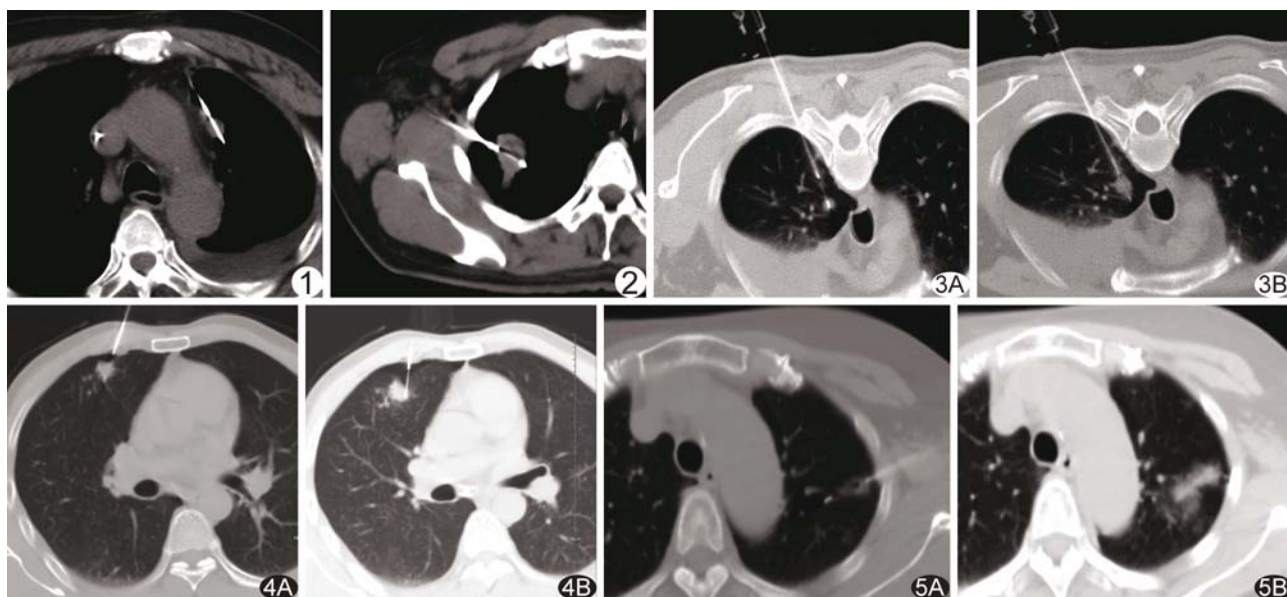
患者男, 48 岁, 左肺主动脉弓旁小结节, 直径 1 cm, 胸骨旁进针, 选取于主动脉弓平行角度穿刺路径 图 2 患者男, 55 岁, 右肺小结节, 直径 1.9 cm, 引导针位于病灶前缘内, 活检针头位于病灶后缘内, 切割槽完全位于病灶内 图 3 患者女, 54 岁, 左肺小结节, 直径 1.1 cm A. 显示引导针到位后, 推送活检针切割槽, CT 扫描显示病灶被推离; B. 再次快速推针后扫描, 显示活检针切割槽位置良好 图 4 患者男, 60 岁, 右肺小结节, 直径 1.2 cm A. 引导针穿刺至胸膜下, 活检针推送至病灶内; B. 第 2 次取材时 CT 扫描显示病灶旁少量气胸, 受此影响, 活检针切割槽位置欠佳 图 5 患者男, 49 岁, 左肺混合密度结节, 直径 1.1 cm A. 活检针穿透病灶后缘, 但取材时后退至病灶内; B. 拔针后病灶后缘仍出现少量肺出血
